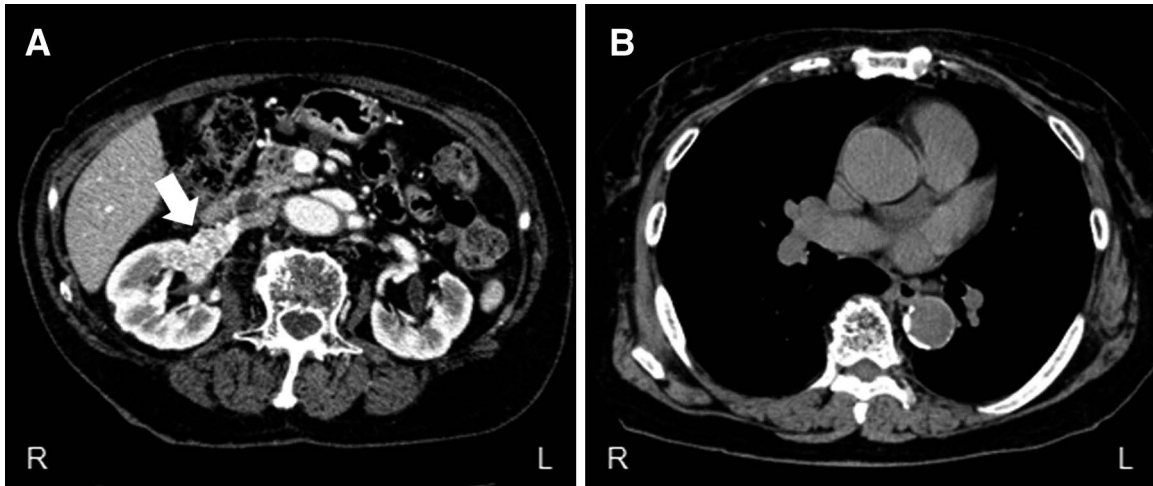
Abdominal and chest CT findings.
